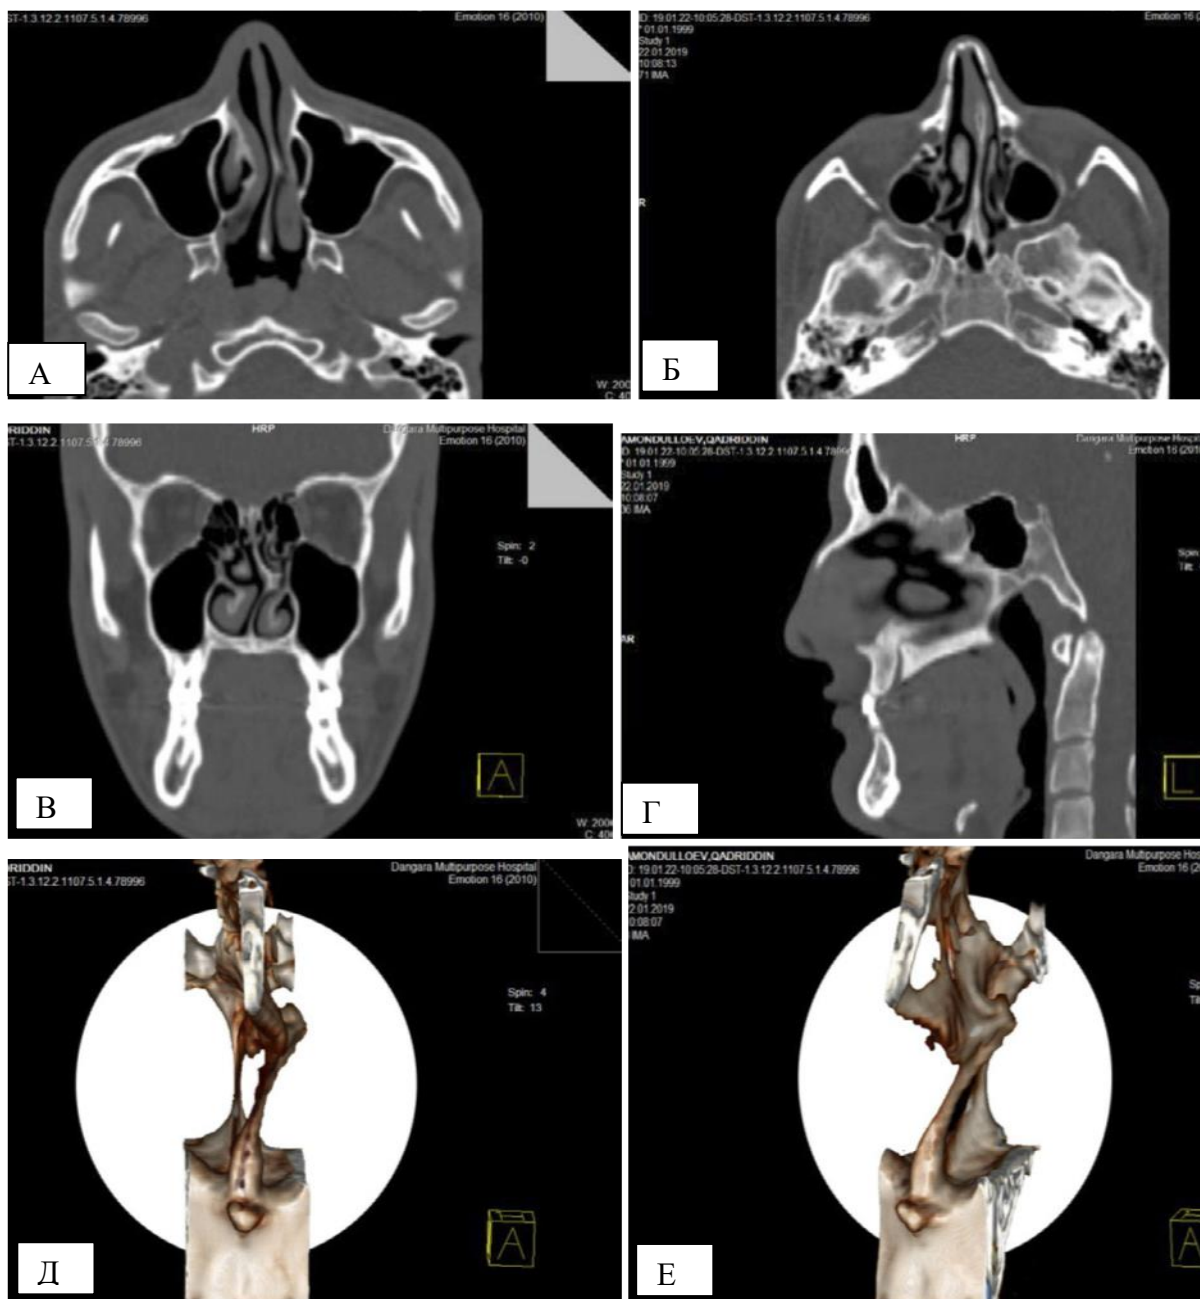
КТ-снимок. Больной А.К., 20 л. Диагноз: ДНН (I) и ИПН (III). КТ носа в 3-х проекциях и 3D-модель ИПН в костной части до операции: а, б) аксиальный срез: гипертрофированная нижняя носовая раковина справа, костная часть спинки носа - пирамида наклонена вправо; в) фронтальный срез: SNOM искривлена влево, патологический костный гребень и шип; г) сагиттальный срез: ИПН; д, е) 3D-модель ИПН в костной части (вид спереди и сбоку слева, выступающий костный гребень и шип)
